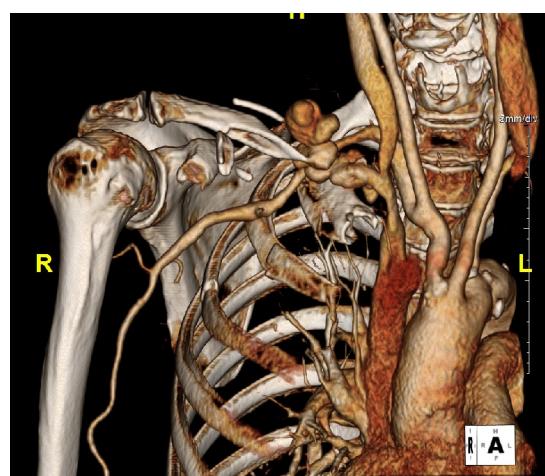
Computed tomography angiography showed the pseudoaneurysm of right subclavian artery with fracture of right mid-shaft clavicle and fracture of multiple rib(first, second, third rib).
